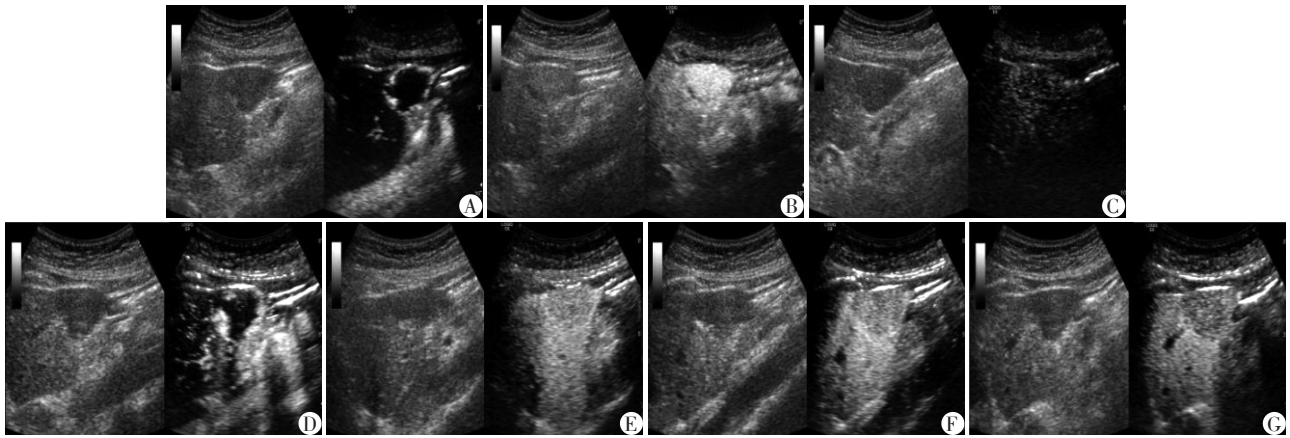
The contrast-enhanced ultrasonography in liver malignant lesions of SonoVue and Sonazoid
